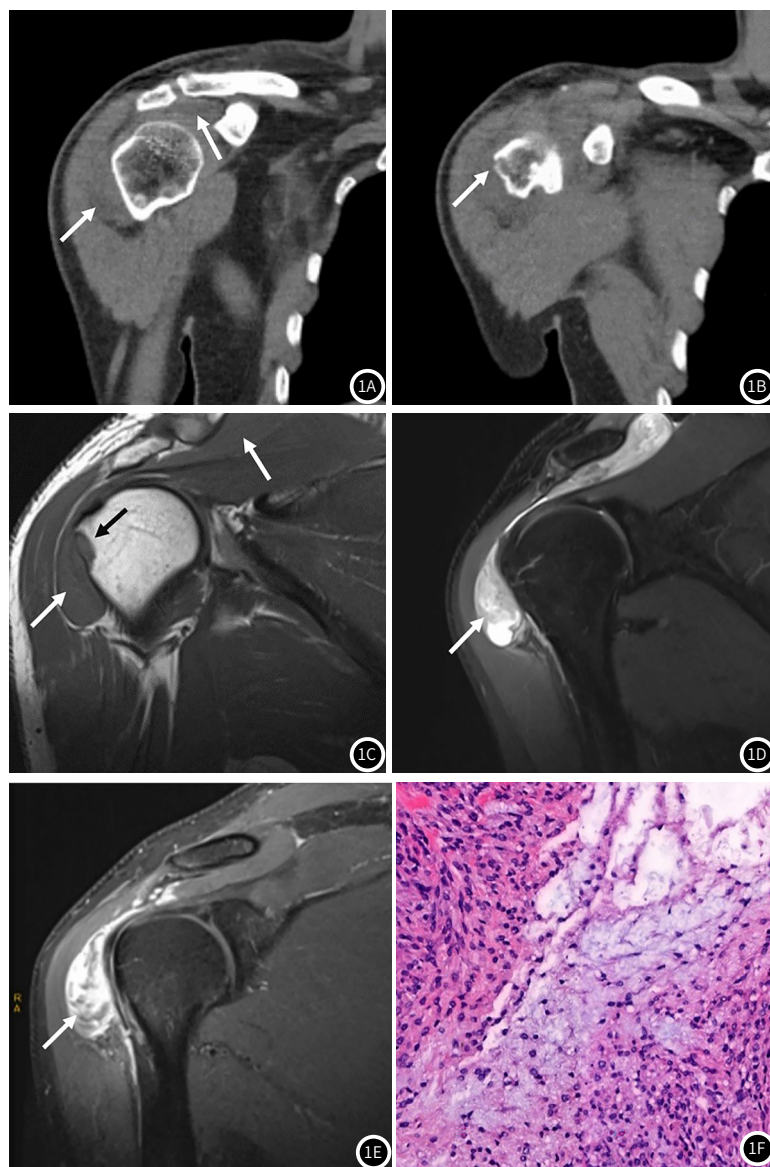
右肩部骨外黏液样软骨肉瘤。图1A: CT平扫示右肩冈上肌上方及三角肌内侧缘相对低密度团块影(箭), 周围脂肪间隙模糊; 图1B: CT平扫示右肱骨大结节局部骨质受侵, 骨皮质变薄(箭); 图1C: 冠状位T₁WI示右肩关节冈上肌上方及三角肌内侧缘见等信号肿块影(箭), 右肱骨大结节骨质受侵(黑箭); 图1D: 冠状位T₂WI压脂肿块呈不均匀高信号, 内见条片状相对低信号影(箭); 图1E: 冠状位T₂WI压脂增强肿块呈不均匀明显强化, 内部分隔及边缘强化更显著(箭); 图1F: 镜下肿瘤细胞间可见黏液样或黏液软骨样基质, 核分裂像可见(HE, ×200)。
